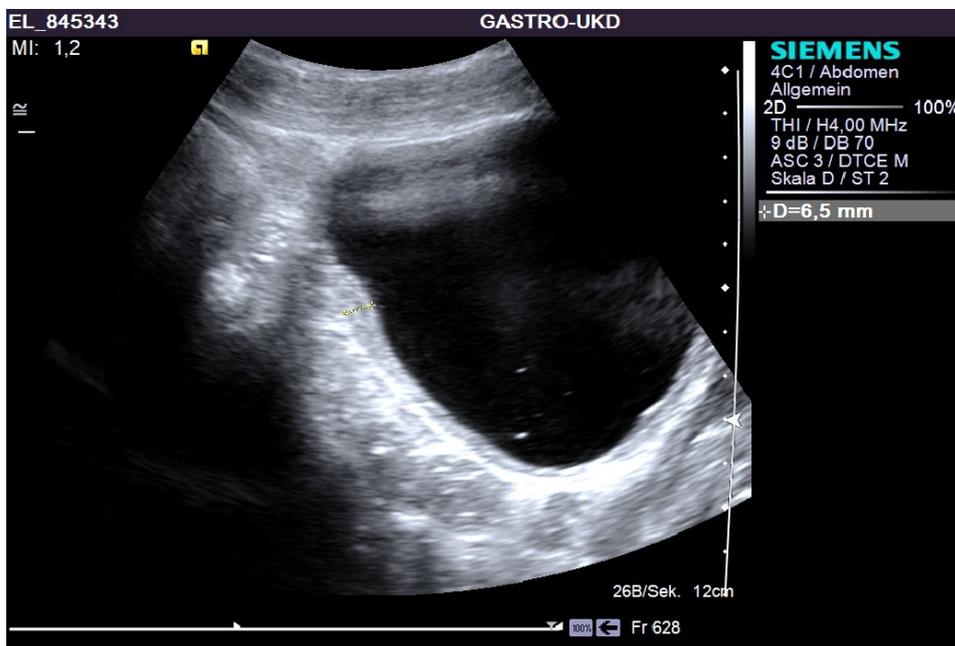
26-jähriger Patient afrikanischer Herkunft. Der sonographische Befund zeigt eine Harnblasenwandverdickung. Der sichere Nachweis erfolgte durch die parasitologische Untersuchung des mikrofiltrierten Urins.
